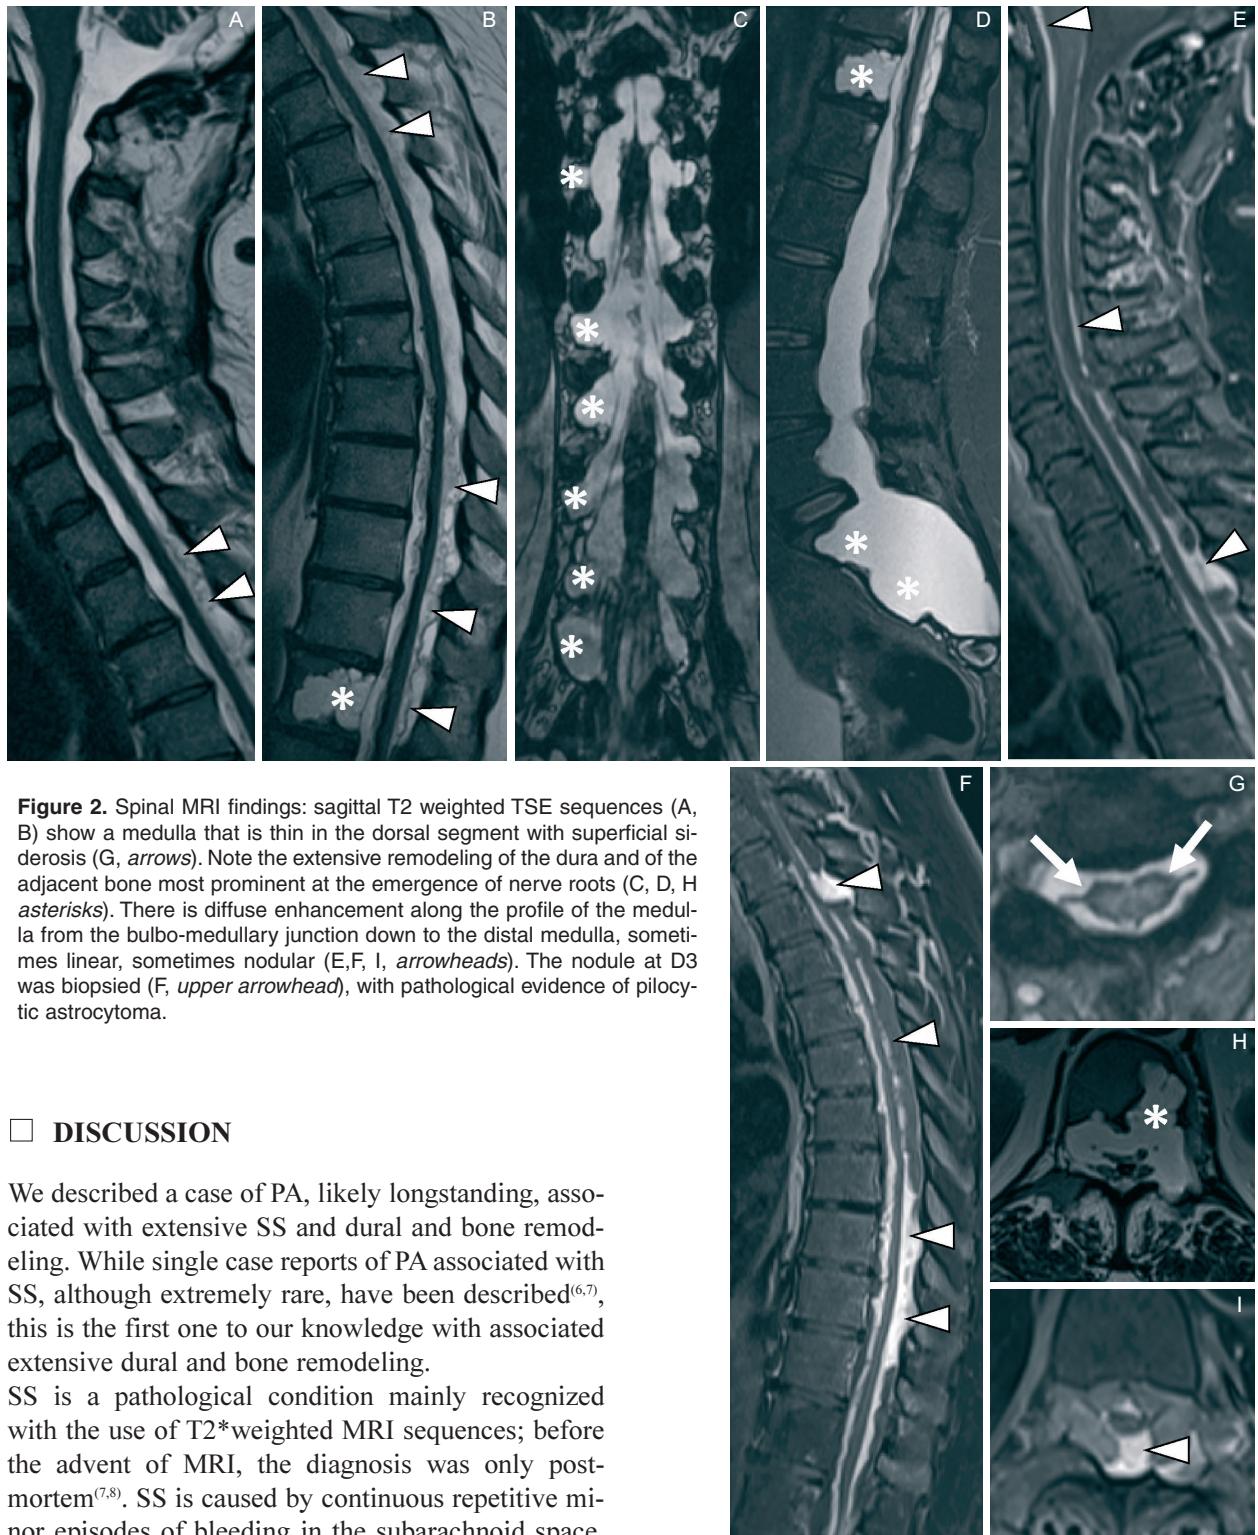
Spinal MRI findings: sagittal T2 weighted TSE sequences (A, B) show a medulla that is thin in the dorsal segment with superficial siderosis (G, arrows). Note the extensive remodeling of the dura and of the adjacent bone most prominent at the emergence of nerve roots (C, D, H asterisks). There is diffuse enhancement along the profile of the medulla from the bulbo-medullary junction down to the distal medulla, sometimes linear, sometimes nodular (E,F, I, arrowheads). The nodule at D3 was biopsied (F, upper arrowhead), with pathological evidence of pilocytic astrocytoma.
